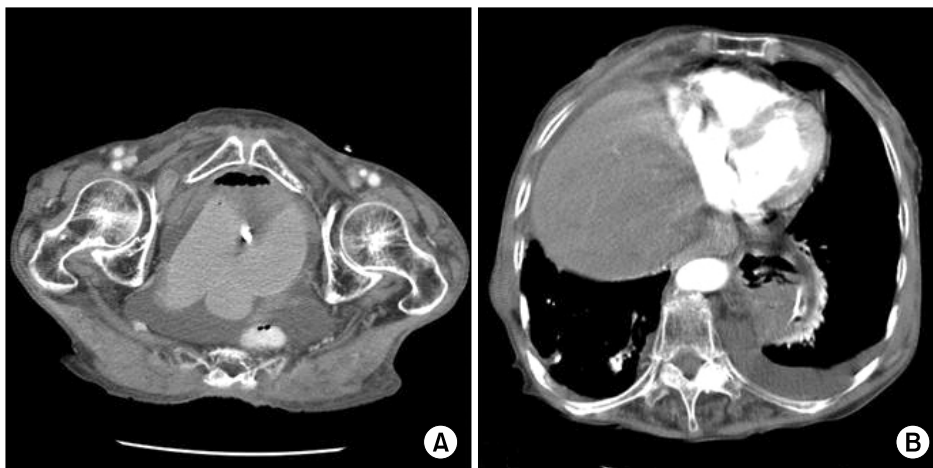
Abdominal and pelvic CT scan of Case 2. (A) There is ascetic fluid collection in the pelvic cavity and a right-sided obturator hernia containing small bowel segment (arrow). (B) A coincidental left-sided paraesophageal hernia of the fundus of the stomach is seen.
